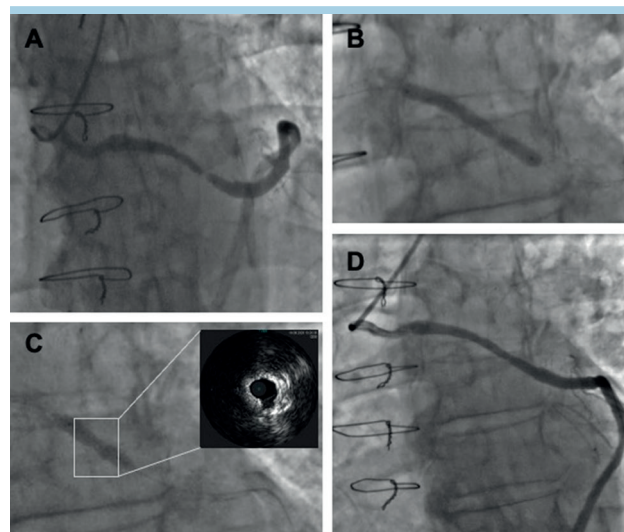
(A) Stenosi severa di un graft venoso. (B) Impianto di stent sul graft venoso ipoespanso. (C) Dilatazione con pallone non compliante e controllo con ecografia intravascolare. (D) Angiografia post-angioplastica con litotrixis intravascolare.
